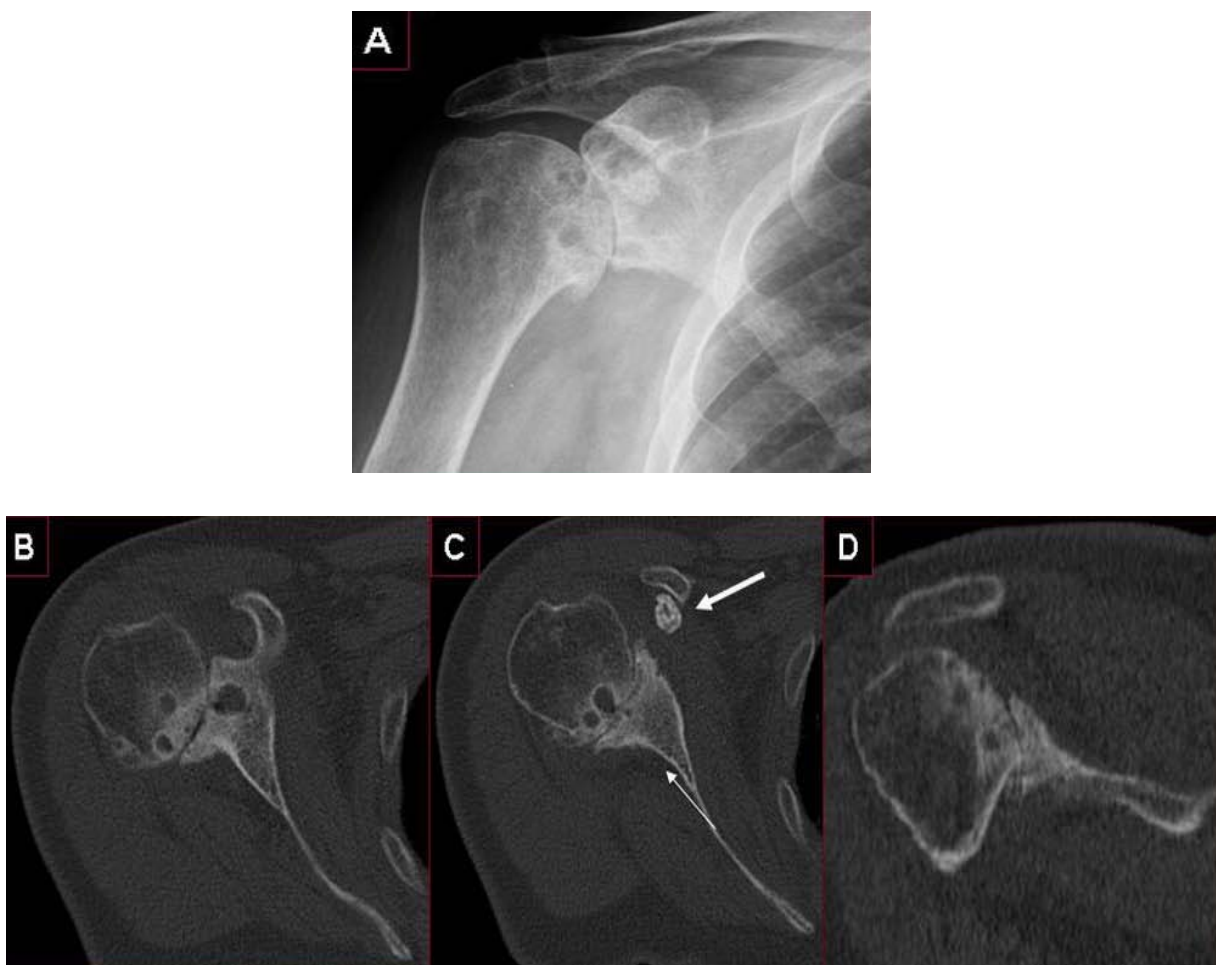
Artrosis de la articulación glenohumeral en una mujer de 69 años. Radiografía anteroposterior de hombro derecho (A) e imágenes de TC axiales (B, C) y coronal (D) que muestran estrechamiento del espacio articular glenohumeral, esclerosis y quistes subcondrales, formaciones osteofitarias en el margen inferior de la cabeza humeral y glenoides y un cuerpo libre en el espacio subcoracoideo (flecha en C). Adaptado de L. Álvarez de Eulate Santacara, *et al.* (163).
